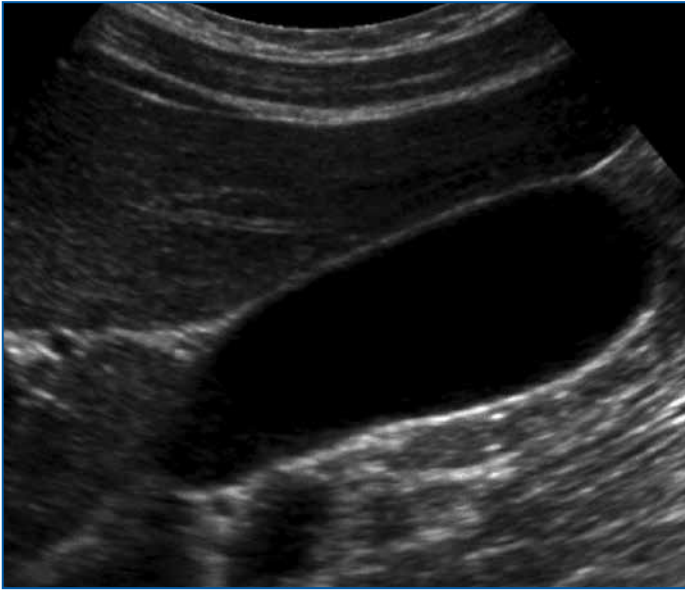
Данные УЗИ ОБП пациента В., 45 лет, через 1 мес. лечения: в желчном пузыре определяется эхооднородная желчь
